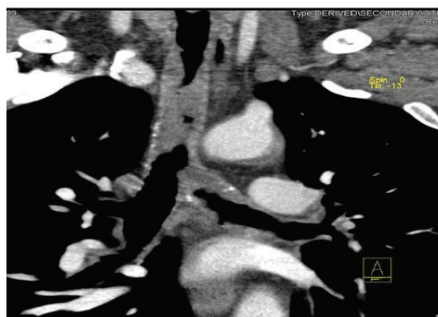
Coronal reformatted CT image shows the extension of tracheal and main bronchial wall thickening.
